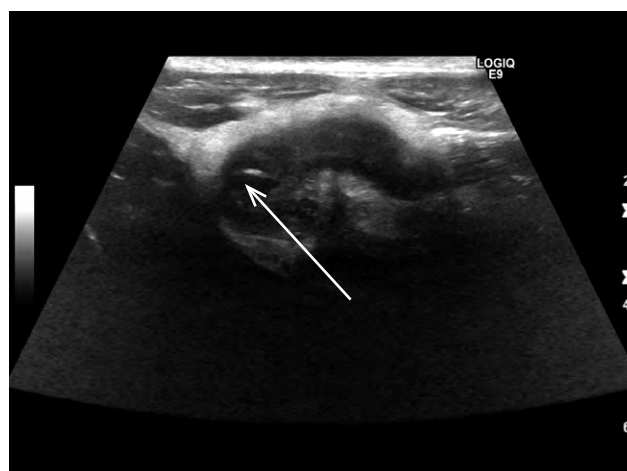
Изображение УЗИ, демонстрирующее червеобразный отросток с признаками воспаления.
